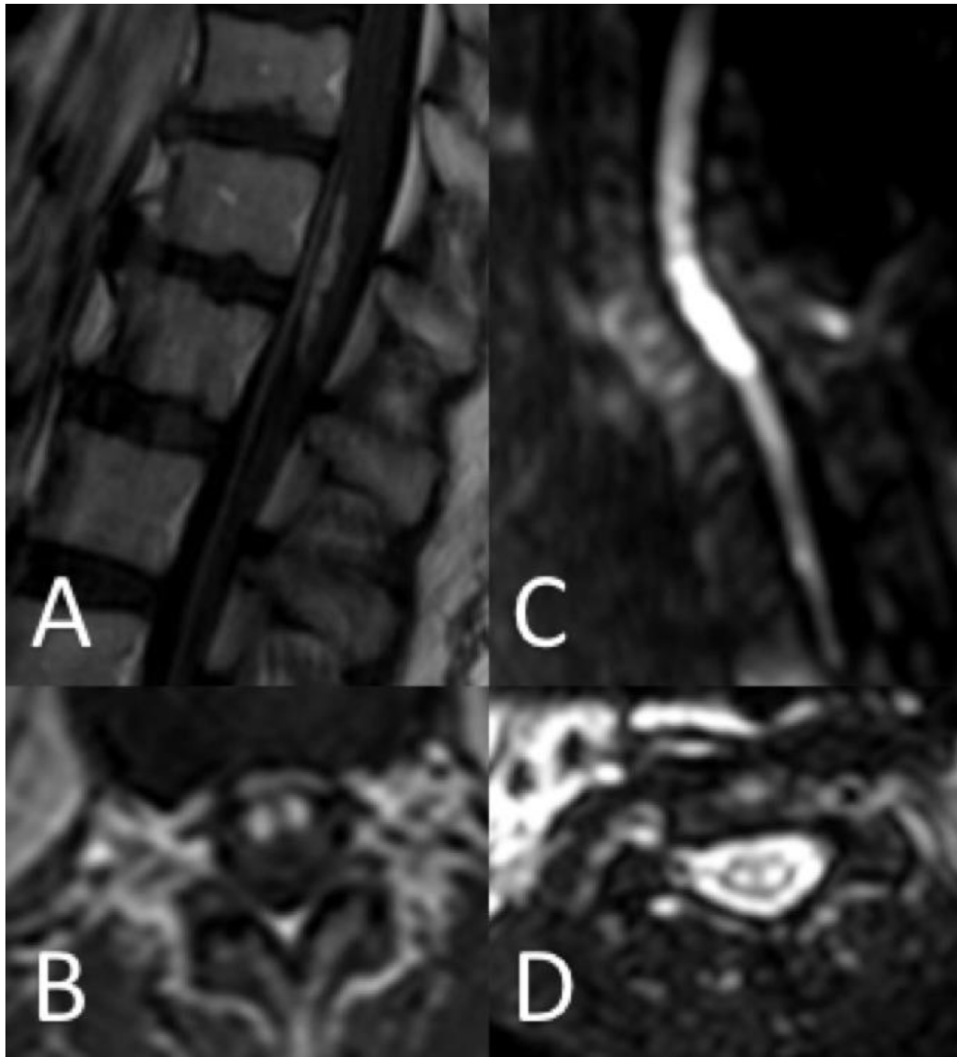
Hallazgos en RM medular. Realce tras administración de gadolinio en cortes sagital (A) y transversal (B). Restricción en secuencia de difusión en secuencia DWI en cortes sagital (C) y transversal (D).
